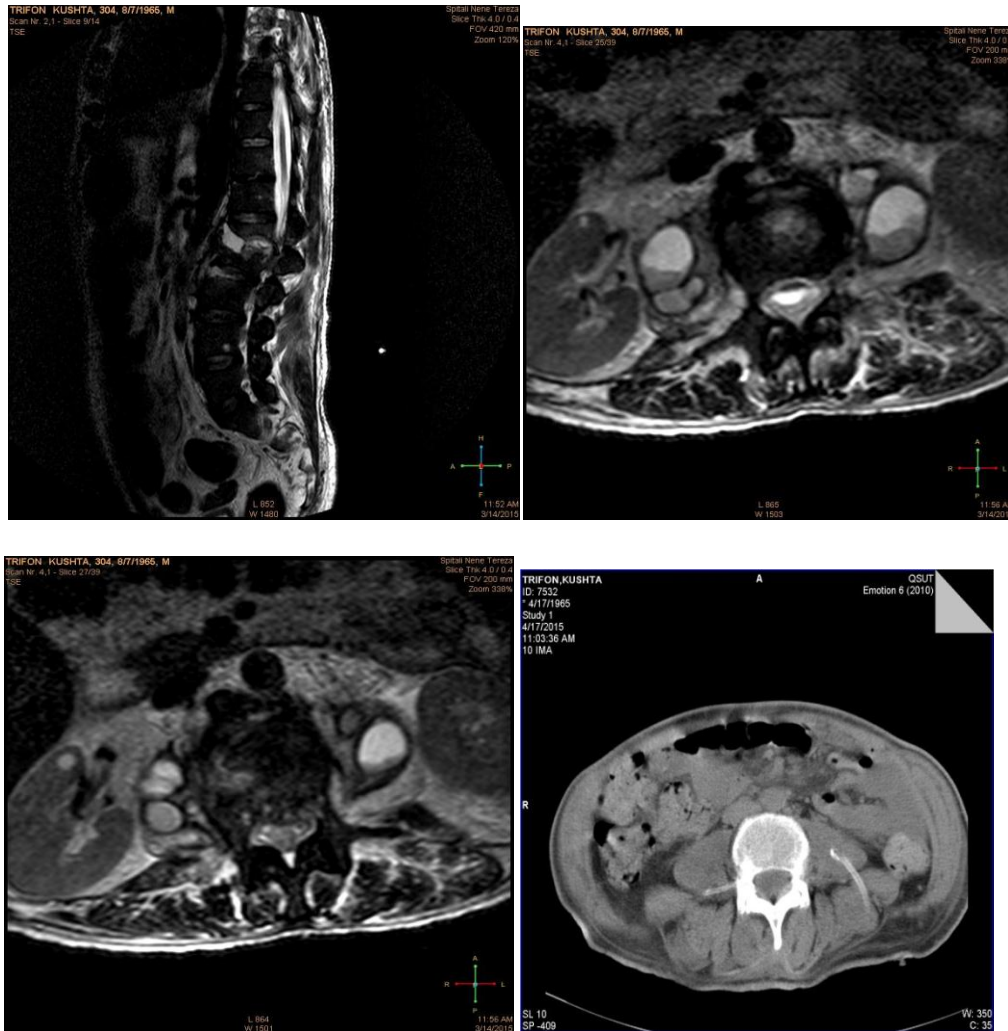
45 MRI e kolonës vertebrale: lesion inflamator i diskut intervertebral L1-L2, me koleksion të indeve të buta paravertebrale dhe inflamacion i trupave vertebrale në këto nivele.
